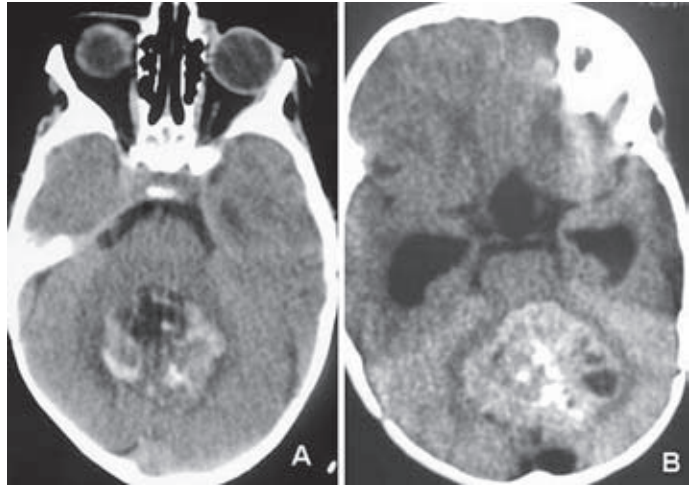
TC con contraste mostrando un voluminoso tumor heterogéneo en línea media del cerebelo, que corresponde a un meduloblastoma.
